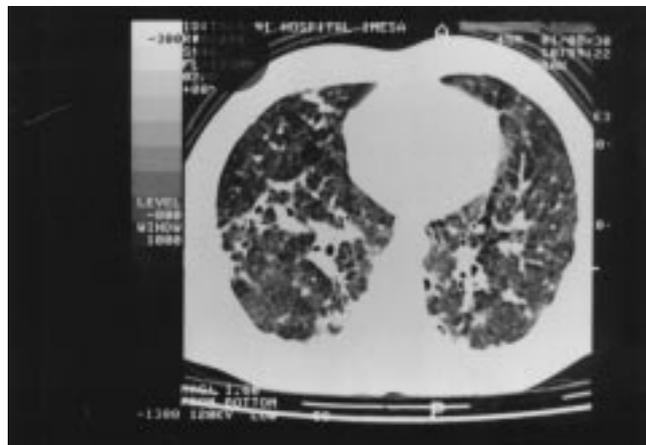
Tomografia computadorizada do tórax revelando nódulos centro lobulares, áreas de fibrose com bronquiectasias de tração e áreas de vidro despolido de permeio. (caso clínico 1)
